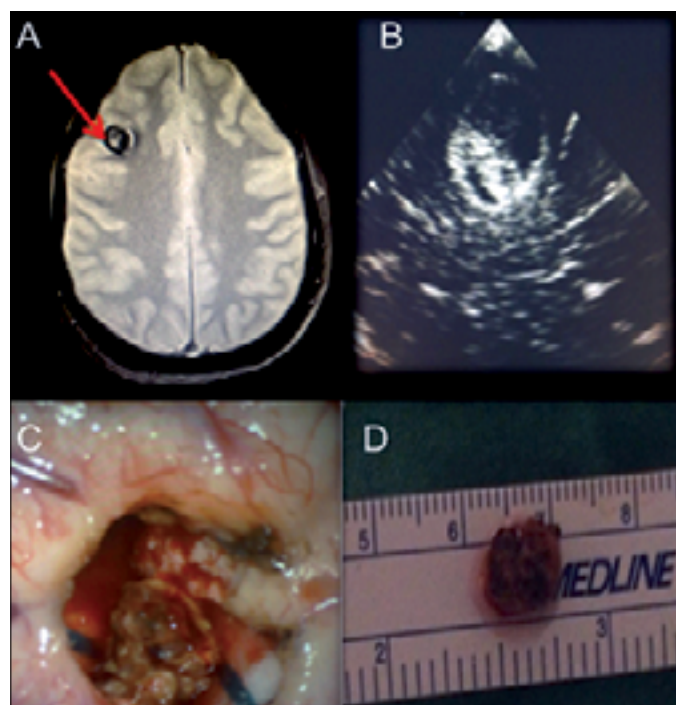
A) RM T2 gradiente corte axial. Cavernoma frontal superior derecho con artefacto de susceptibilidad magnética ("blooming") y anillo de hemosiderina en la periferia; B) Ecografía intraoperatoria; C) Resección del cavernoma y anillo de hemosiderina. Se observa el cavernoma en el centro; D) Cavernoma pieza macroscópica.
